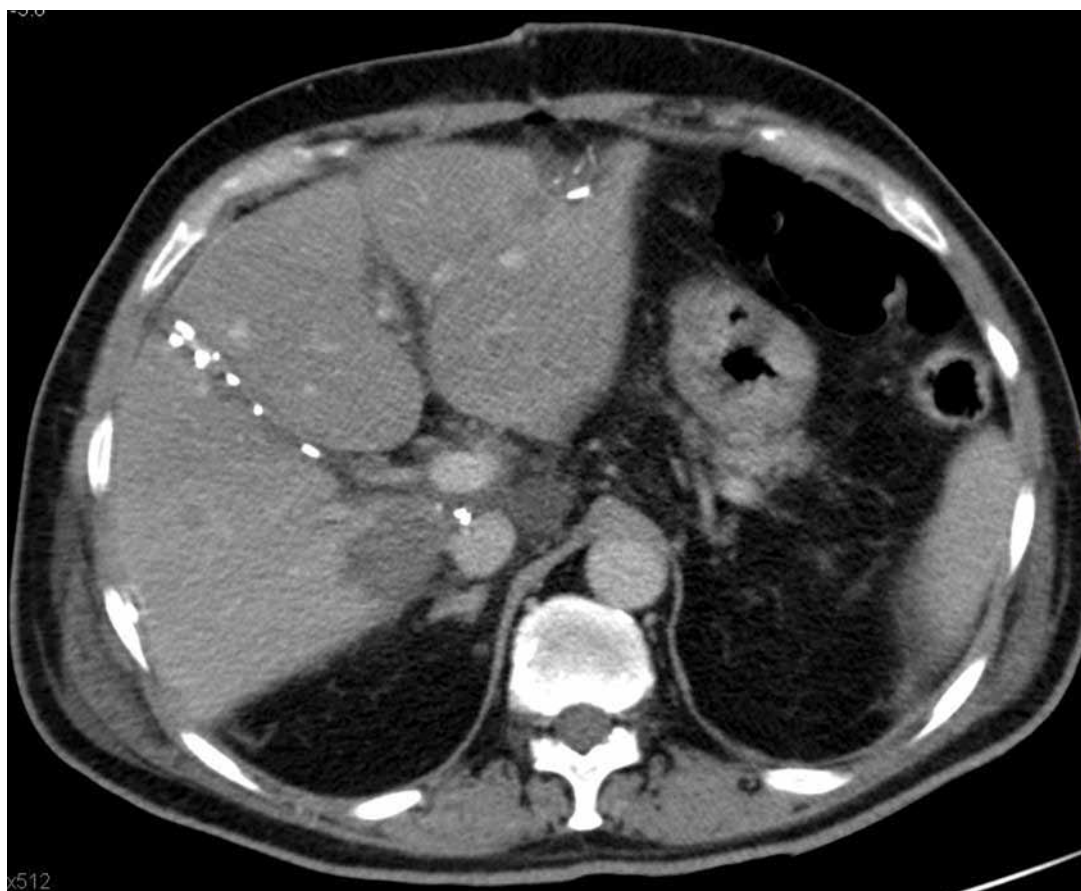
CT scan at 7 days after full left-right splitting (liver splitting was carried out along the Cantile line, identified by the intrahepatic clips) to remove bilobar CRLM which involved all 8 liver segments. The CRLM at the segment 2 to 4 has been removed at the the first operation as well as the segment 1.
